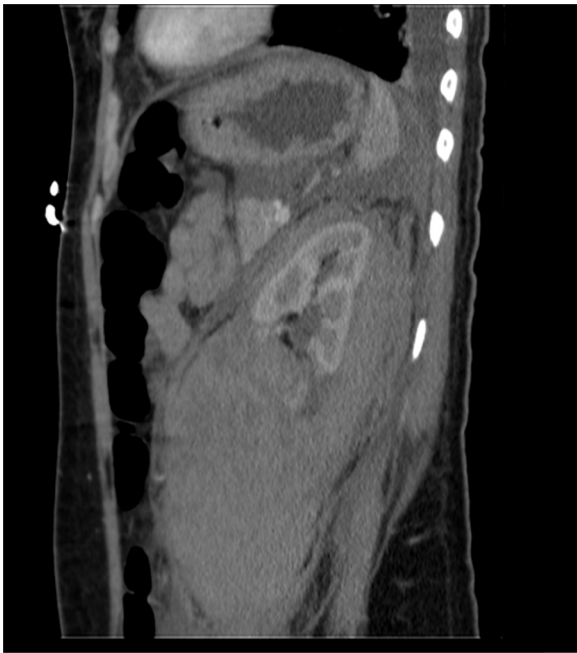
TAC contrastada. Evidenció una laceración renal izquierda en polo inferior con salida del medio de contraste que comprometía médula y corteza renal, asociada a una masa de características neoplásicas. Hematoma perirrenal asociado.
